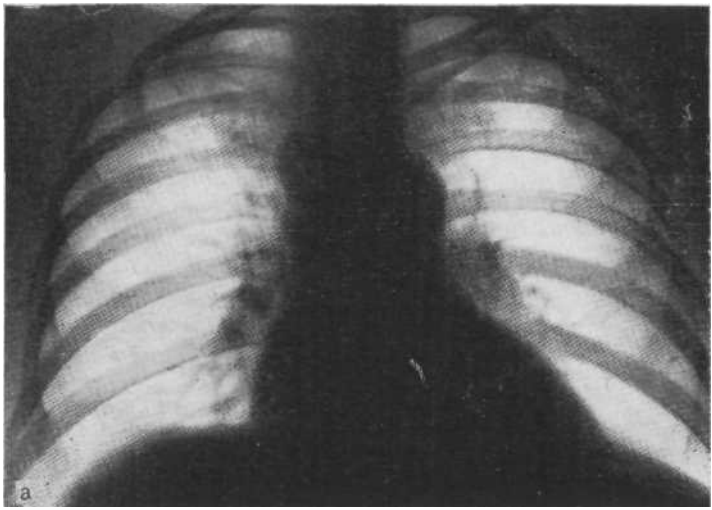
Обзорная рентгенограмма (а) и томограмма в боковой проекции (б) Туберкулезный бронхаденит справа. Резко увеличен и частично обызвествл! паратрахеальный лимфатический узел.
